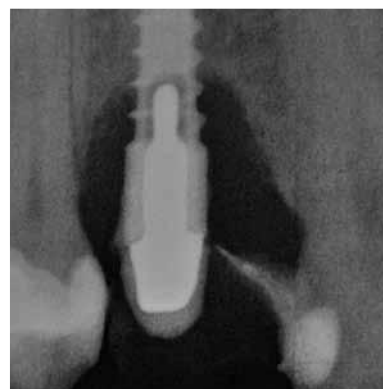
Im Röntgenbild zeigt sich ein schwerer periimplantärer krestaler Knochenverlust.
